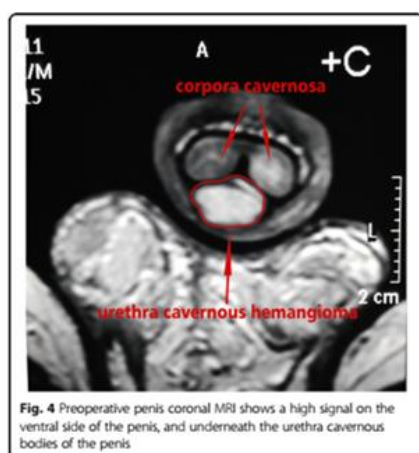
Malformación venosa endouretral. RM donde se observa malformación venosa ventral y posterior a los cuerpos cavernosos. Se realizó esclerosis vía endoscópica con pingamicina.
